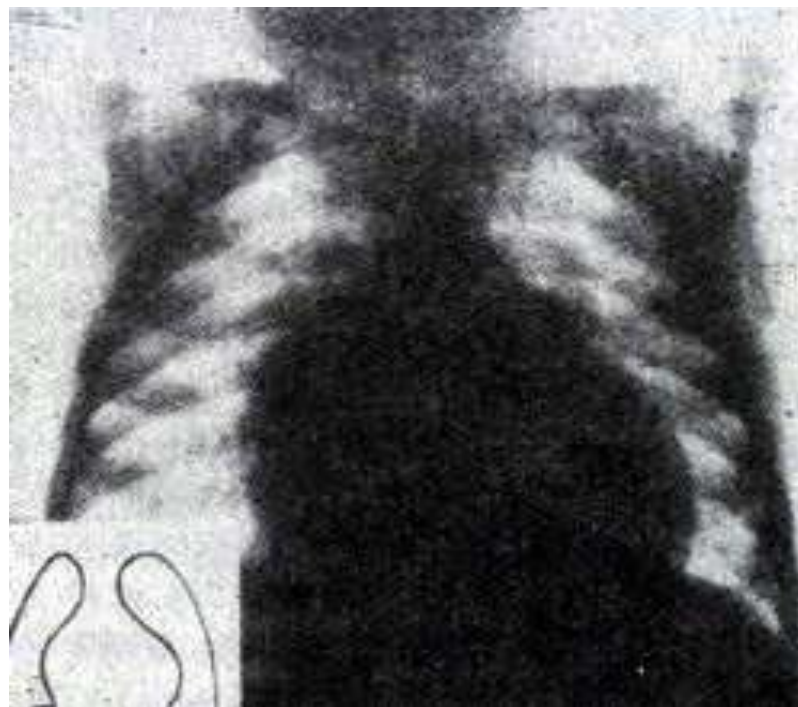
Рентгенографія органів грудної клітки. Ехінококкова кіста серця.
